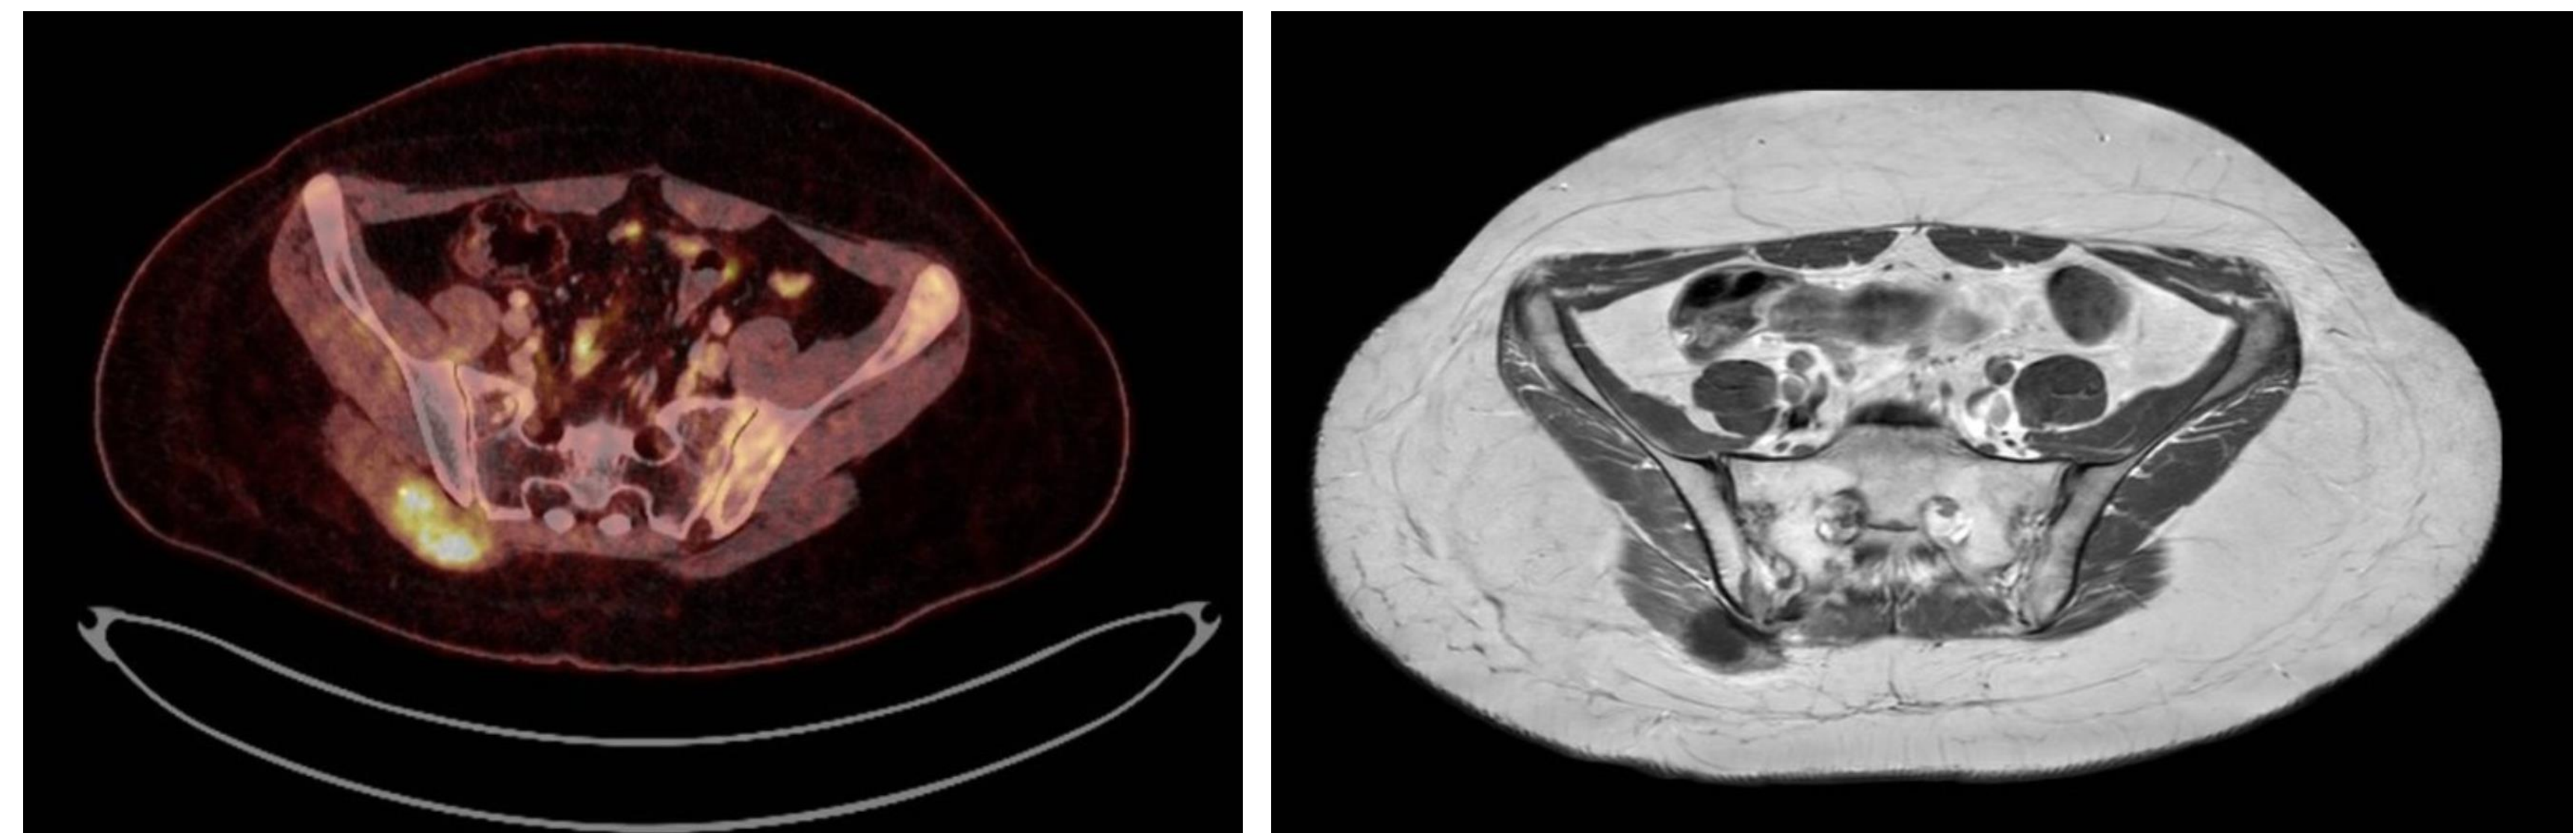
PET TC y RMN que evidencian lesión en hemisacro derecho por Sarcoma de Ewing.
